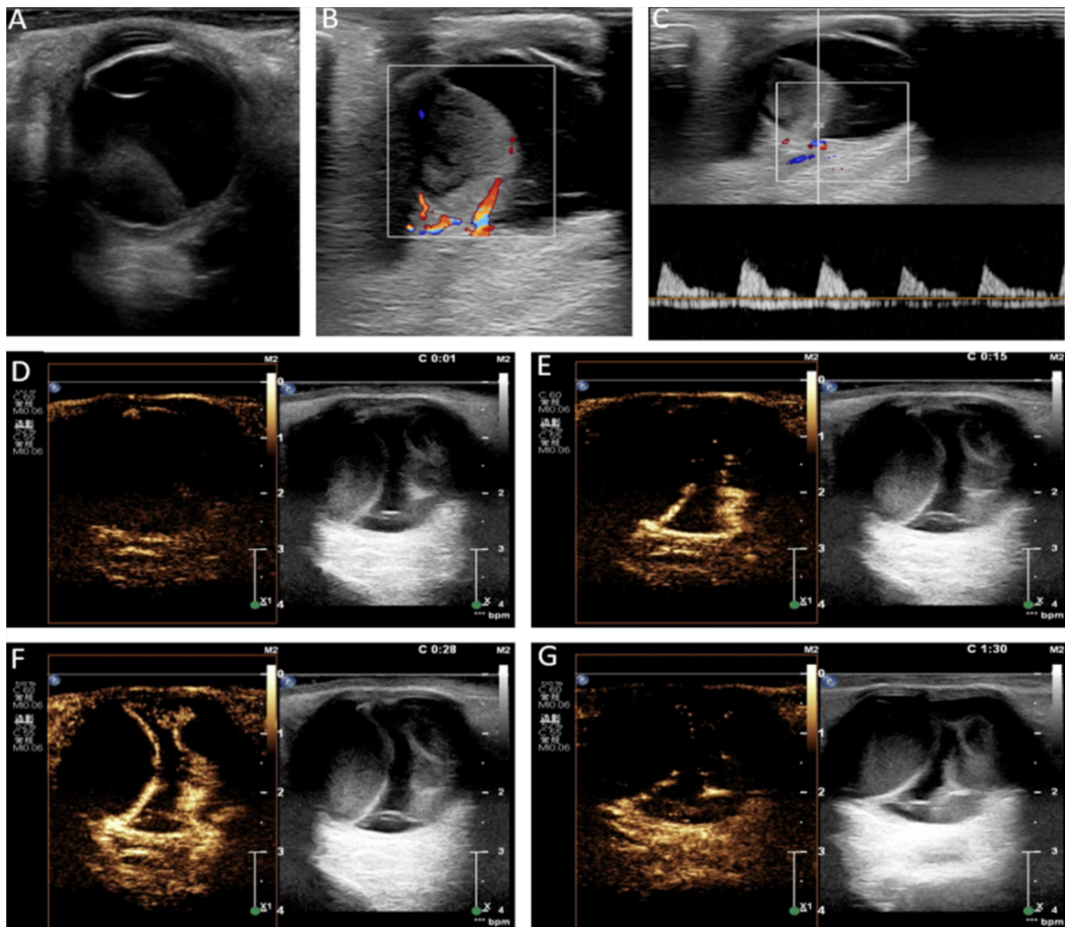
脉络膜下积血造影典型病例 男,58岁,右眼视力下降5d A:造影前二维超声;B:造影前彩色多普勒 CDFI;C:造影前频谱多普勒 PW;D-G:造影剂注射后图像变化(D:造影前再次确认病变;E:注射造影剂15s后进入眼球壁及病变表面脉络膜;F、G:病变内部始终未见造影剂进入,表现出明显的灌注缺损特征)。
